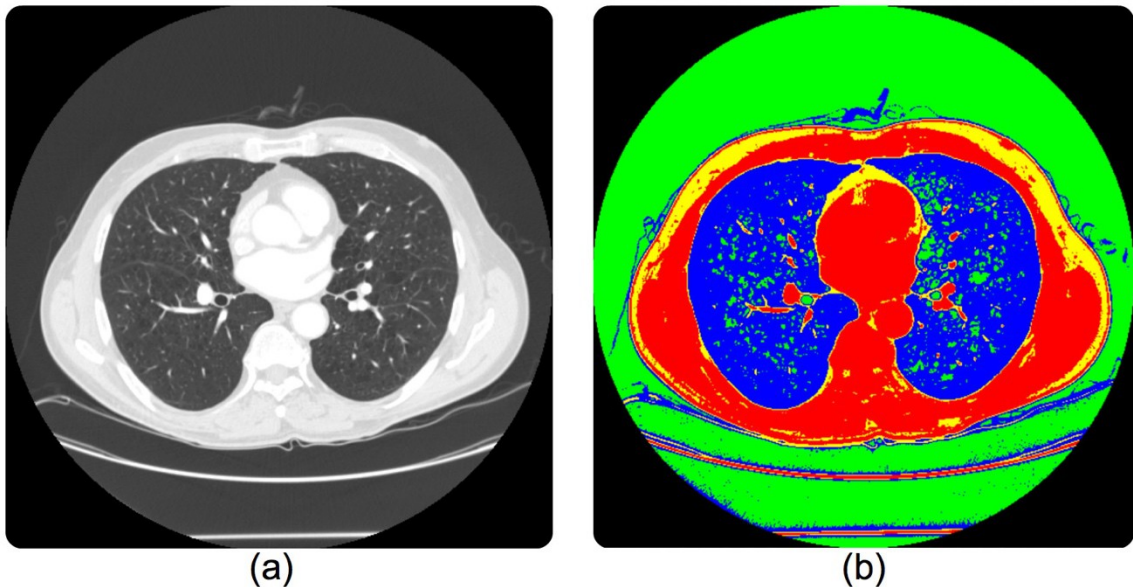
Imagem de TC onde (a) imagem original e (b) representação pelas faixas de densidade
